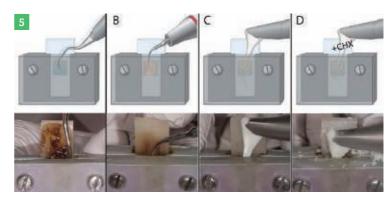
Le traitement des poches d'une profondeur de 5 à 8 mm a été réalisé soit avec une instrumentation ultrasonique, soit avec un dispositif d'aéropolissage avec des embouts sous-gingivaux spéciaux. Fig.5: À l'aide d'un modèle expérimental reproduisant une poche parodontale, on a comparé l'utilisation de curettes manuelles, le détartrage par ultrasons et l'aéropolissage sous-gingival avec la poudre d'érythritol avec ou sans chlorhexidine. Photo provenant de Hägi T et al, PLoS One. 29 juin 2015;10(6). Fig.6: Un révélateur de plaque sera utilisé afin de motiver le patient à améliorer son hygiène dentaire et identifier les zones où il a des difficultés à accéder.
